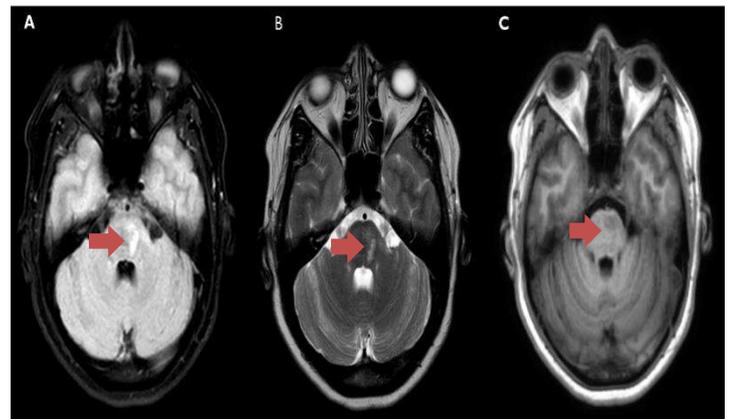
RMN Cerebro corte axil A FLAIR B T2 C T1 lesión hiperintensa en FLAIR Y T2 hipointensa en T1 localizada en puente imágenes infratentoriales (FLECHAS ROJAS)
